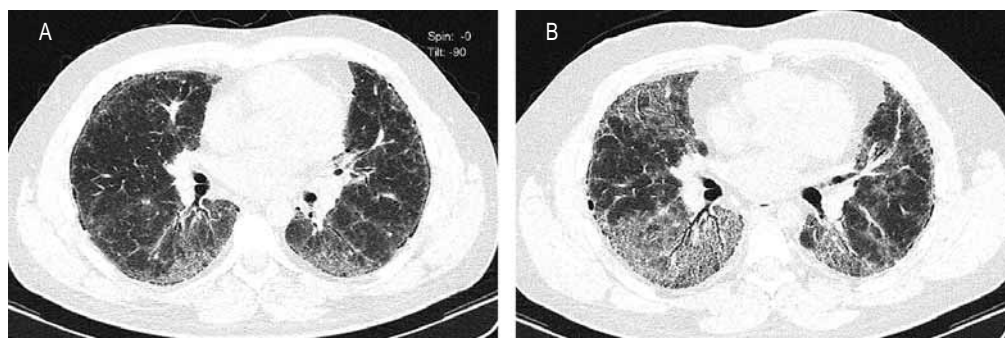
Картина обострения идиопатического легочного фиброза во время развития обострения по результатам компьютерной томографии высокого разрешения:
